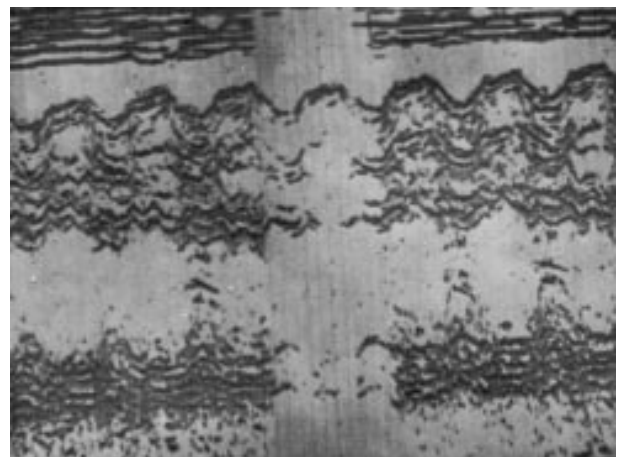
Ecocardiograma feito no 60º dia de PO mostrando derrame pericárdico anterior, importante hipertrofia de ventrículo direito e espessamento pericárdico posterior, sugerindo pericardite constrictiva.
